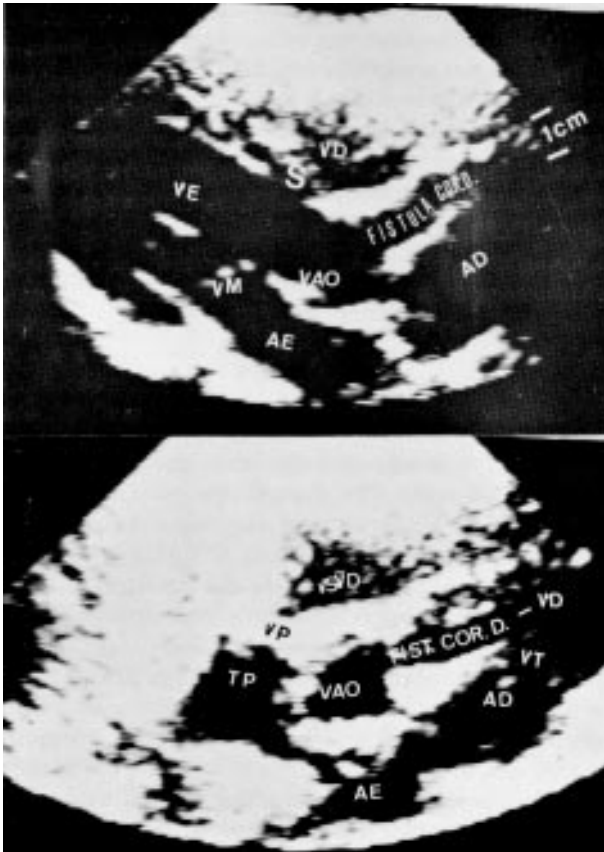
Caso 2—A) Corte paraesternal em cinco câmaras mostra emergência da artéria coronária direita dilatada e todo seu pertuito pelo anel da valva tricúspide. AD = átrio direito; AE = átrio esquerdo; VM = valva mitral; VD = ventrículo direito; VE = ventrículo esquerdo; V. Ao = valva aórtica; S = septo interventricular. B) Corte paraesternal transversal a nível da valva aórtica com ligeira inclinação para direita mostra a desembocadura da coronária direita na via de entrada do ventrículo direito (VD) abaixo da cúspide septal da valva tricúspide (VT). VP = valva pulmonar; TP = tronco pulmonar. O color-doppler com o corte transversal paraesternal mostra jato em mosaico da desembocadura da fístula na via de entrada do VD abaixo da cúspide septal da valva tricúspide.
